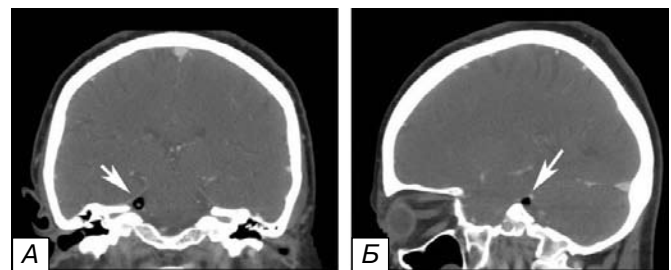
Компьютерные томограммы больного Р., 68 лет. Через 2 года после операции: МПП (указан стрелкой) сохраняет свое расположение выше уровня заднего края меккелевой ямки, непосредственно под наметом мозжечка; А — фронтальный срез, Б — сагиттальный срез.
